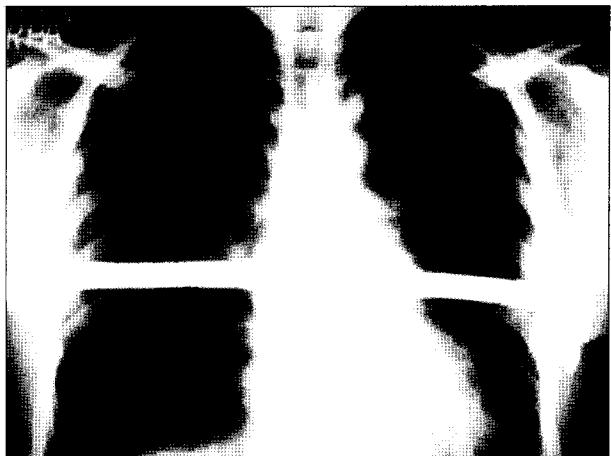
Follow-up chest X-ray after 1 month shows normally positioned Nuss bar.
